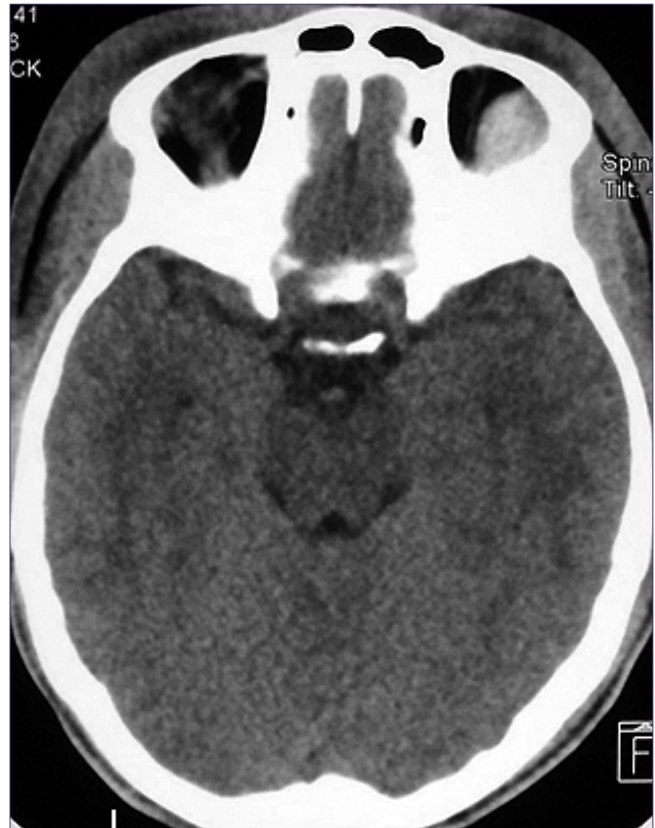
Non-contrast axial CT scan of the skull revealing the presence of blood in the intraorbital cavity.
